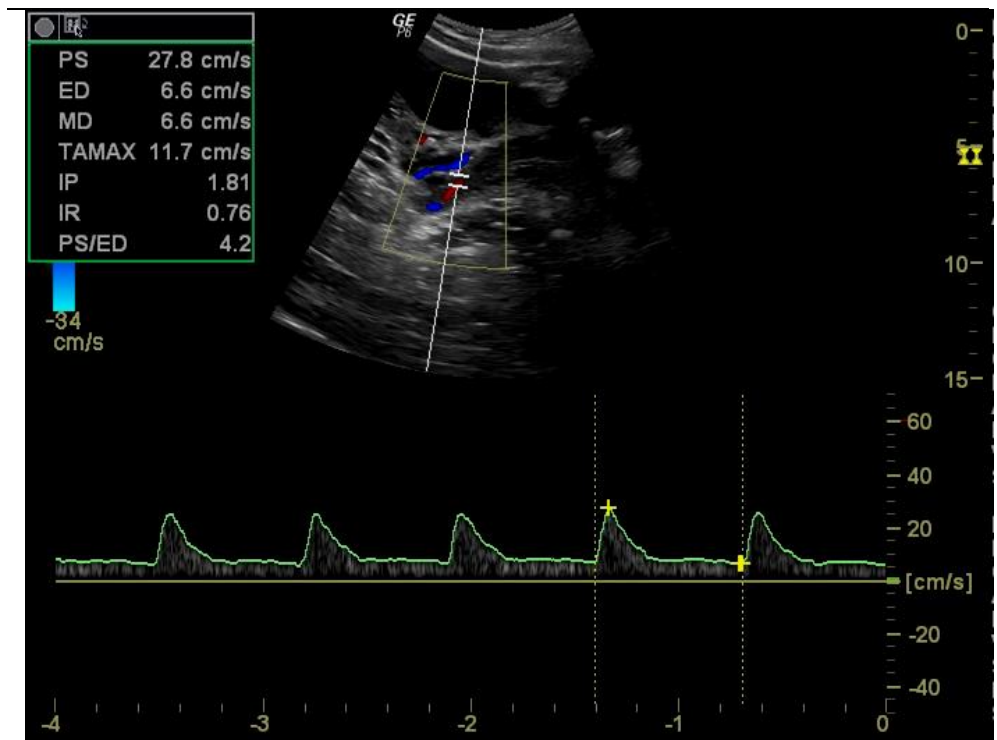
Ultrasonido Doppler espectral. Se muestra el espectro de la arteria uterina normal en una mujer con embarazo de 26 semanas de gestación. La arteria se ha convertido en un vaso de baja resistencia.
